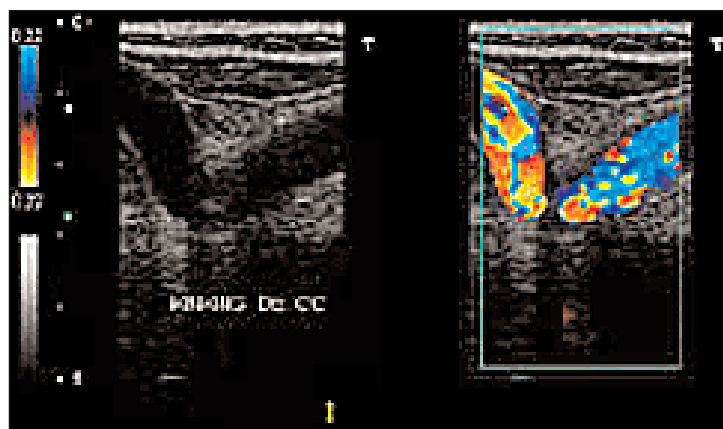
Angulación vista mediante ecografía Doppler con color.
